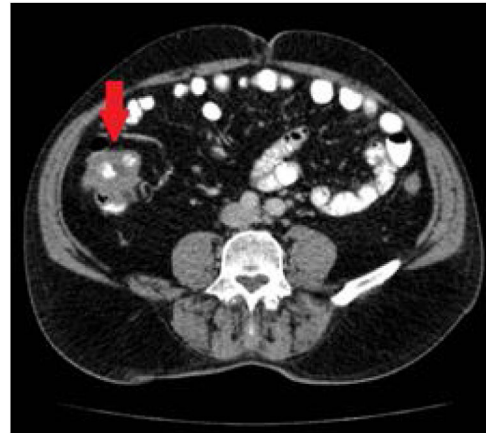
TC toracoabdominal en la que se aprecia engrosamiento mural del colon ascendente (flecha).
